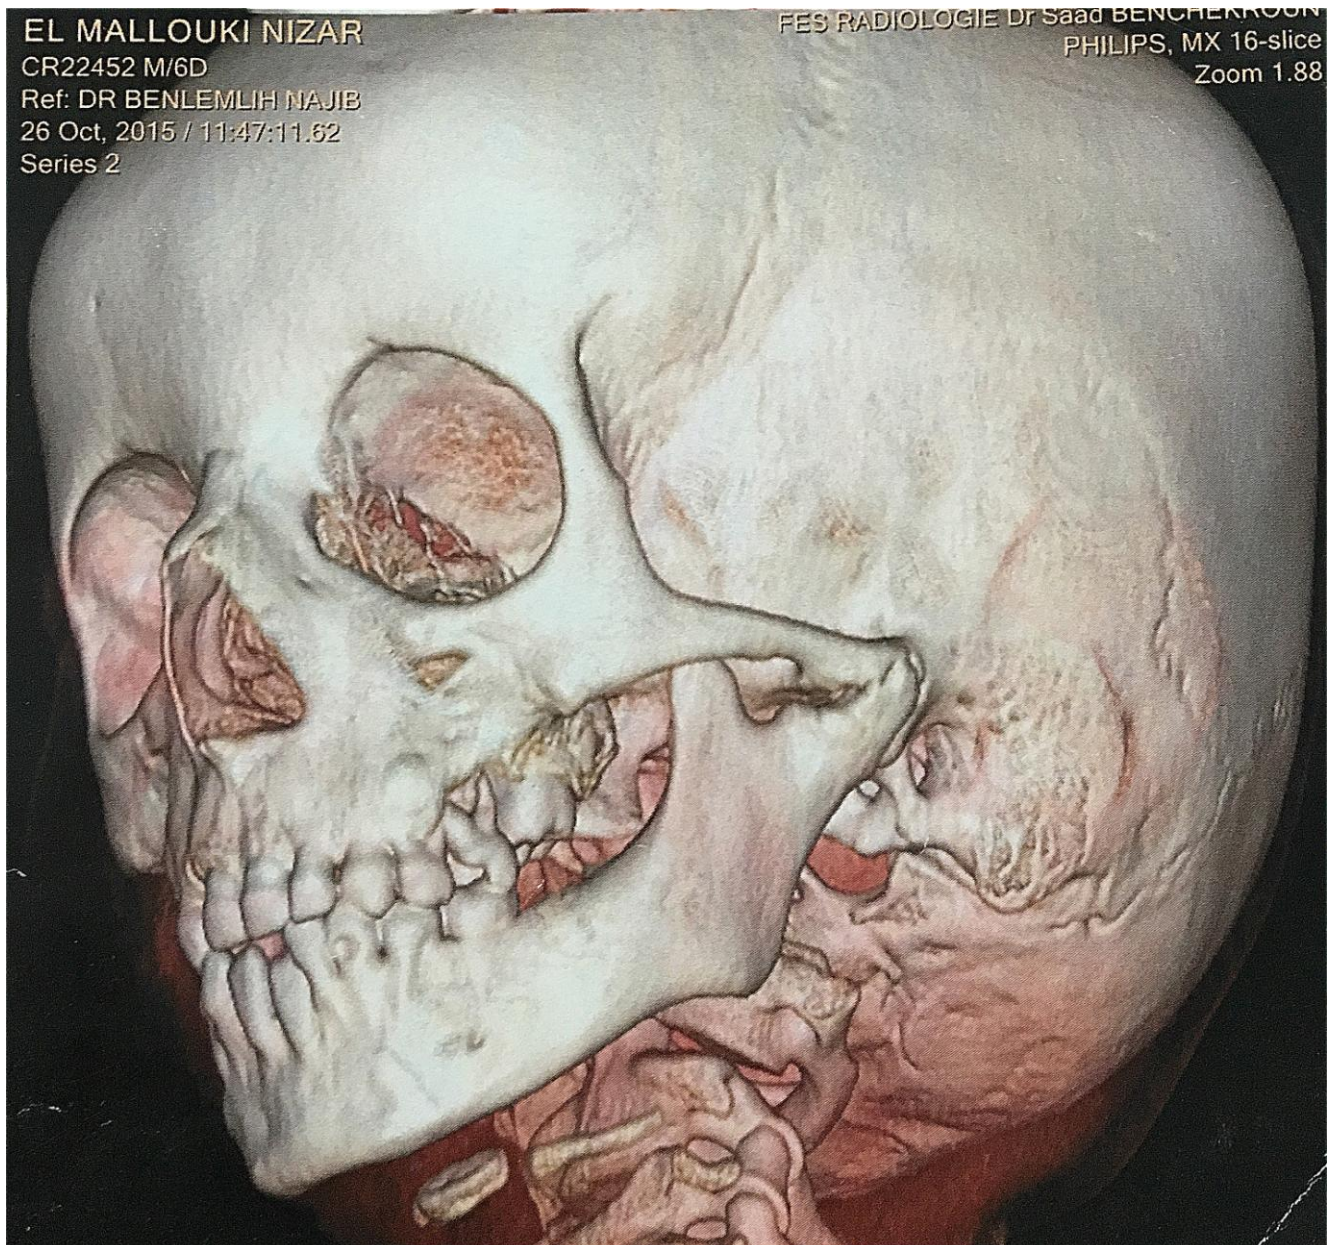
Photo d'une reconstruction TDM 3D, d'un patient de 03 ans montrant une ankylose de l'ATM gauche classée stade I de TOPAZIAN, avec présence d'un léger rétro-gnatisme mandibulaire et encoche pré-angulaire.
